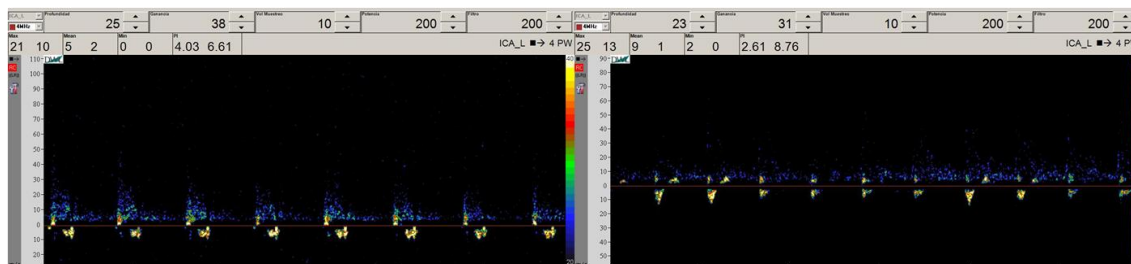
Patrones Doppler bifásicos (reverberantes) sugestivos de oclusión carotídea.
